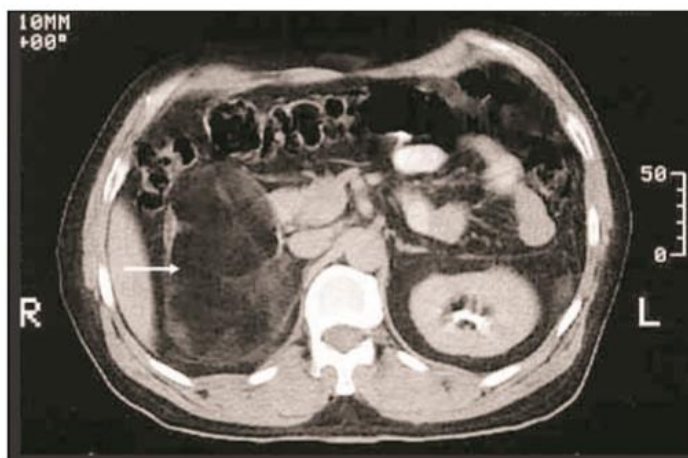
TAC sin contraste que muestra mielolipoma derecho de 12.5cm.
